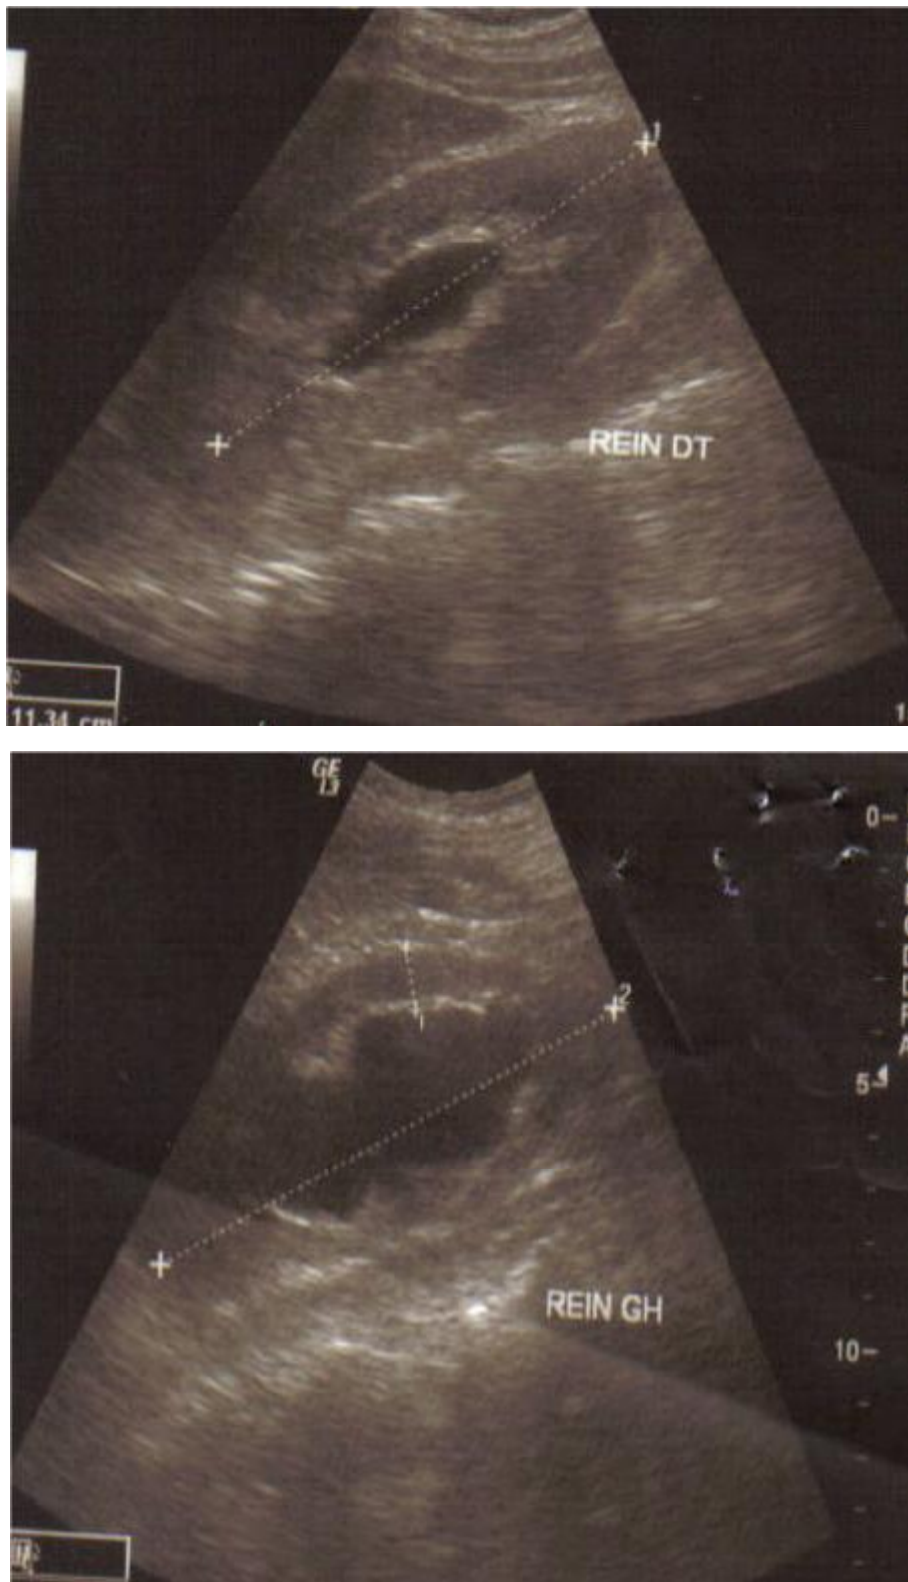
images échographiques des deux reins droit et gauche montrant une dilatation des cavités excrétrices.
